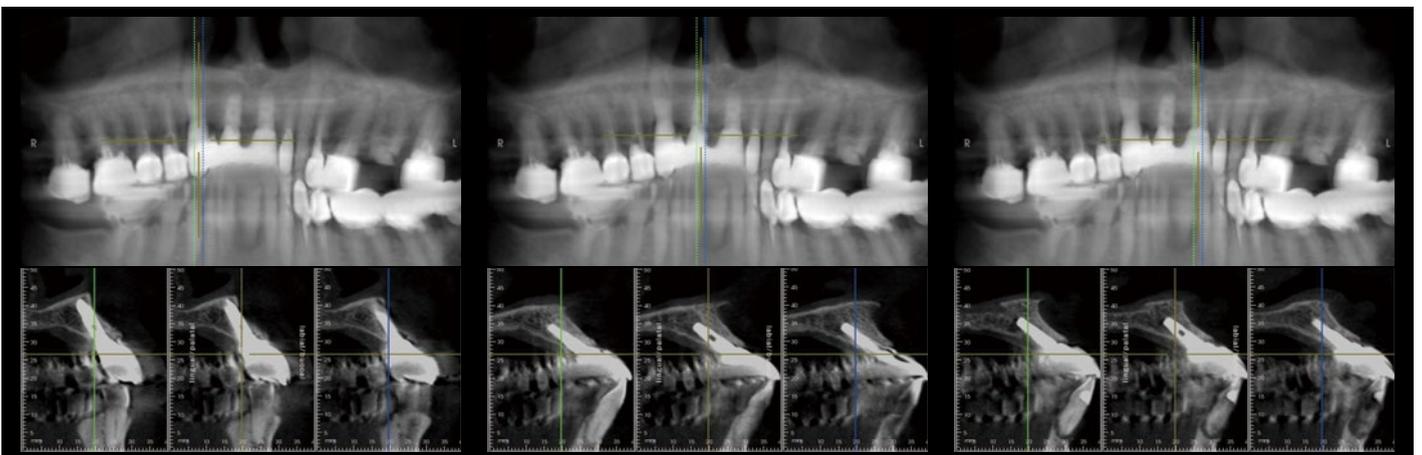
③(左)、①(中央)、①(右)の最終補綴物装着後のCT像。
